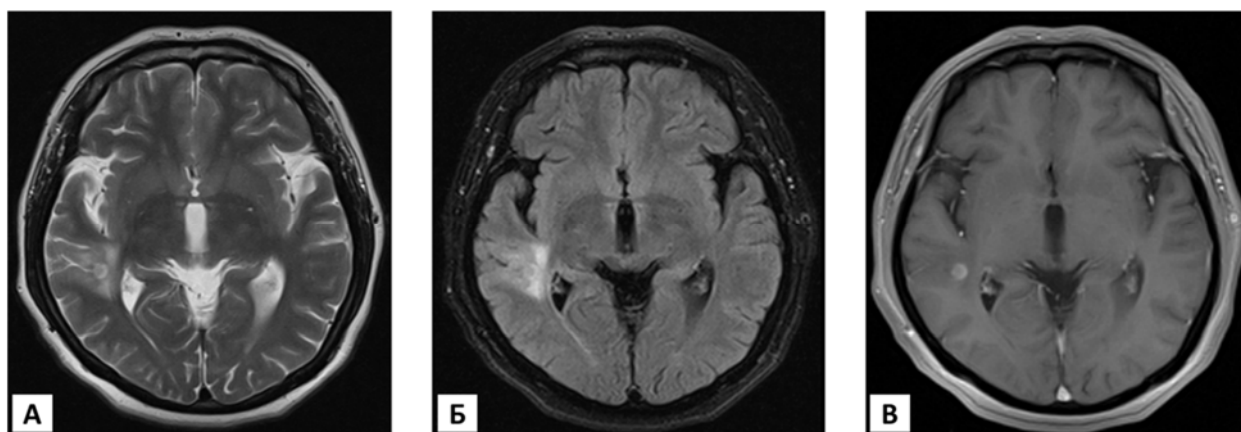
Сольный вариант ганглиоглиомы с умеренным перифокальным отеком на МРТ головного мозга в режимах Т2 (А), FLAIR (Б), Т1 с контрастированием (В), аксиальные срезы
